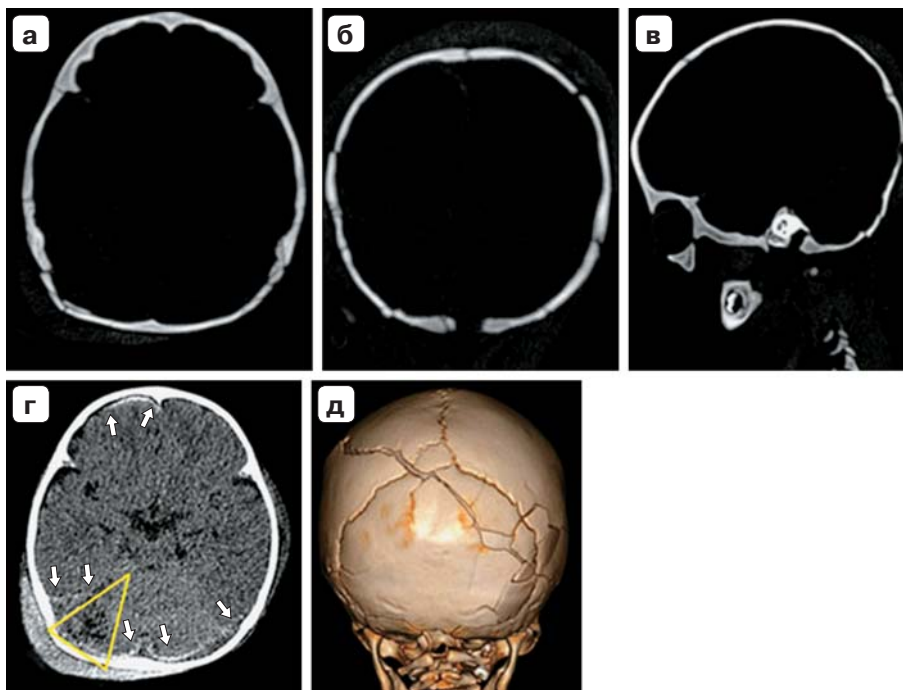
Мальчик 8 мес, избит родственником костылем. КТ через 18 ч после ЧМТ. Многооскольчатый перелом костей свода с переходом на основание черепа – задняя черепная ямка (костное окно – а, б, в), САК (белые стрелки на г), клиновидная зона неоднородной структуры (соль с перцем) – ушиб правого полушария мозжечка (желтый треугольник на г).
